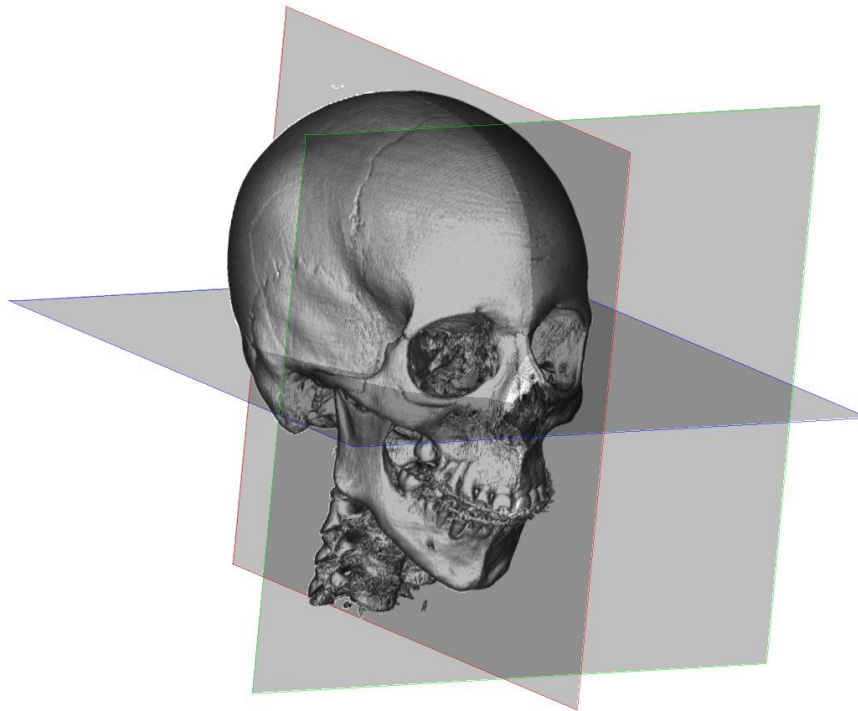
Orientación de cráneo en CBCT.
